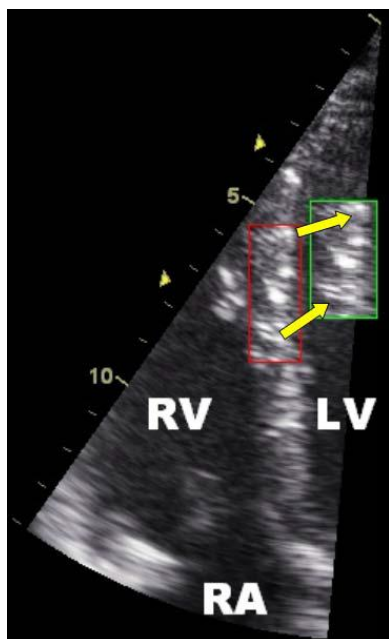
Representação esquemática do princípio de speckle tracking na parede septal do miocárdio – adaptado in *Echocardiographic quantification of myocardial function using tissue deformation imaging, a guide to image acquisition and analysis using tissue Doppler and speckle tracking.* ⁽³²⁾
